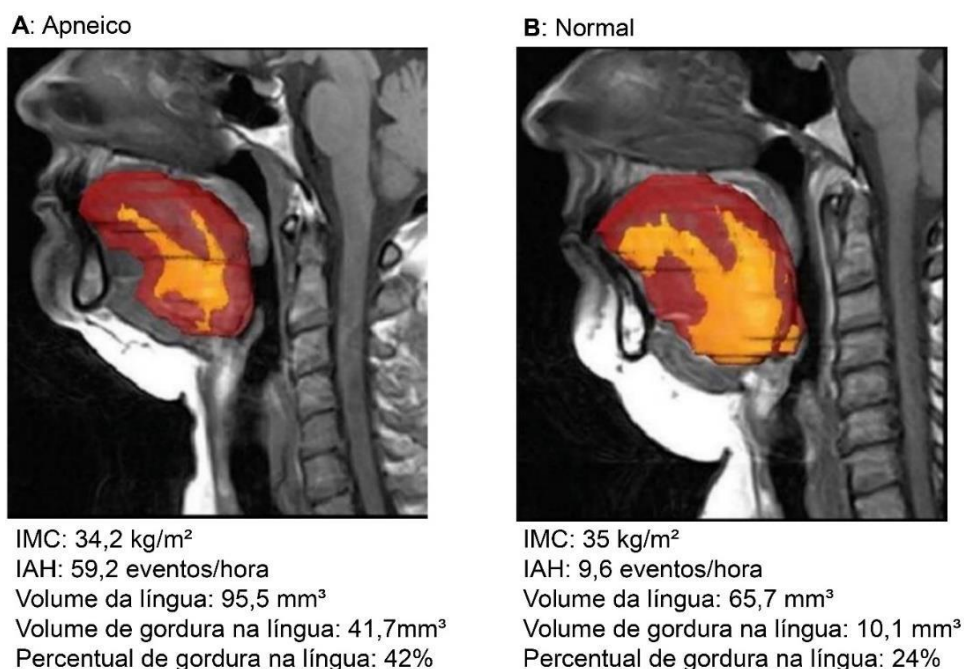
Representação tridimensional do volume da língua por exame de ressonância magnética.
